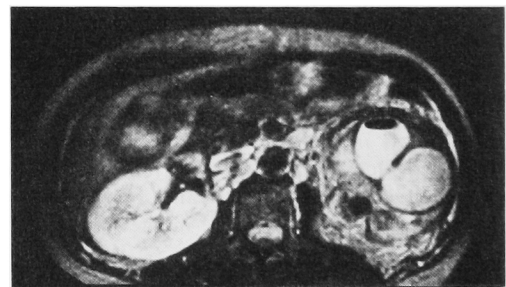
MR imaging. T₂ weighted image: The internal portion of the loculated areas became very intense
